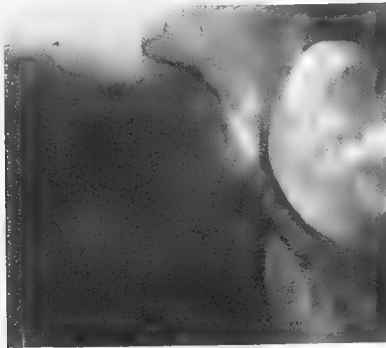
Même malade que la fig. 9, radiographie du col de profil.
